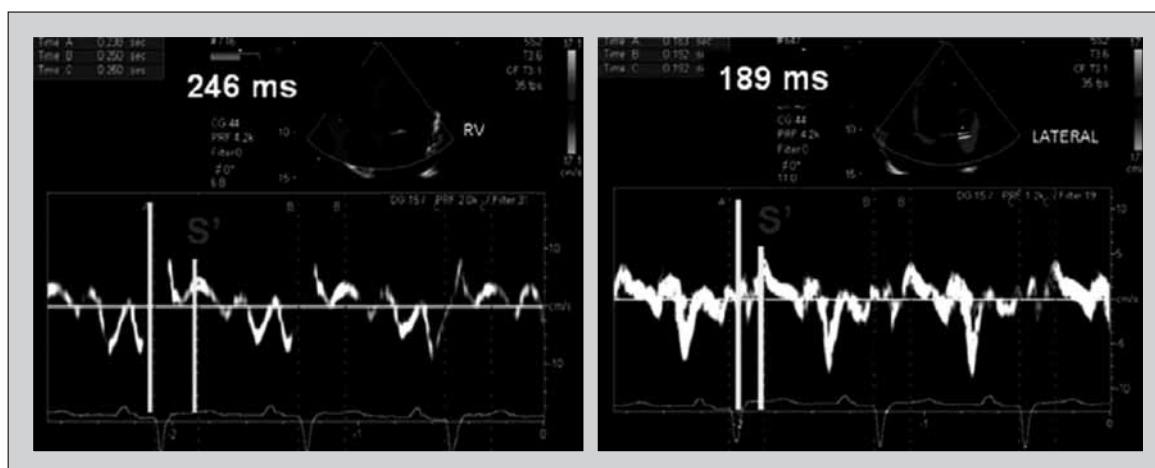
Dissincronia interventricolare calcolata con il TDI-Doppler pulsato.
